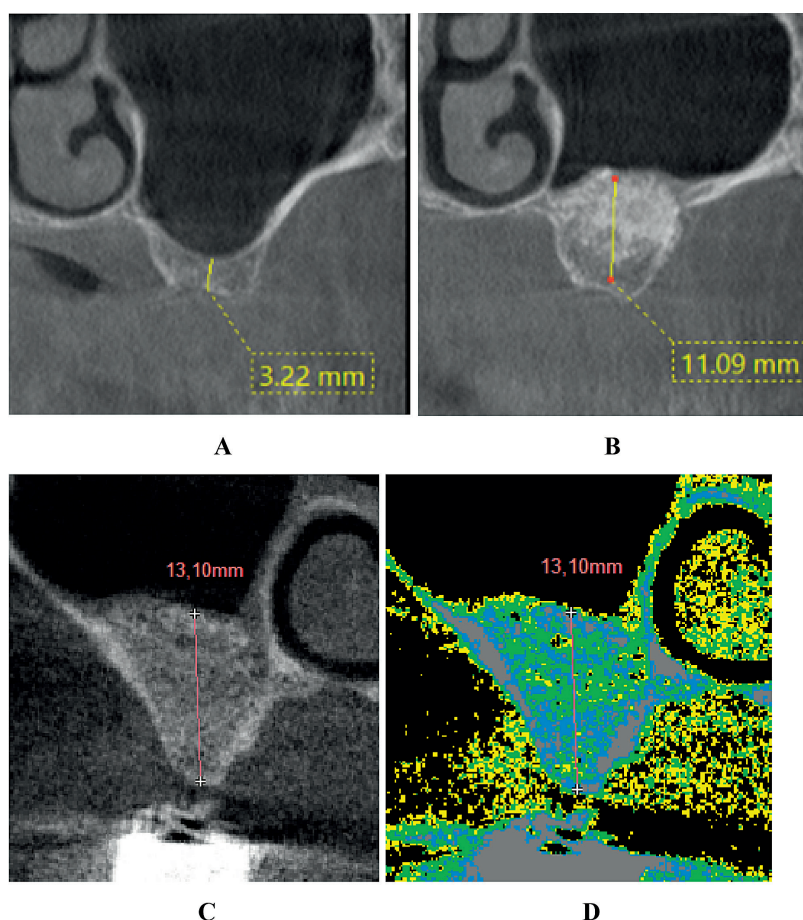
Transverse reconstruction (computed tomography): A – group I (preoperative condition); B – group I (6 months after surgery); C – group II (6 months after surgery); D – group II, visualisation of bone tissue density in pseudocolour mode (6 months after surgery).
